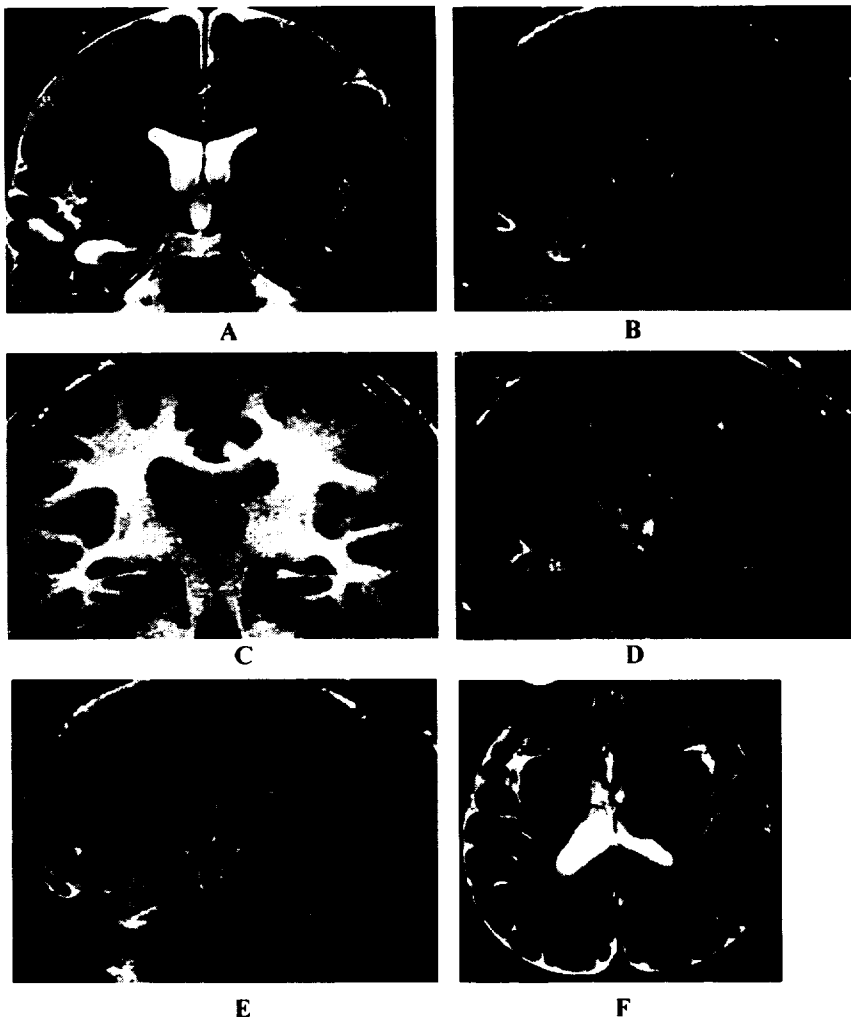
Coronal T2-weighted fast spine-echo MR image and FLAIR MR image show increased signal intensity and atrophy of the right hippocampus(A,B). Passive dilatation of temporal horn of right lateral ventricle is found. Cortical thinning and high signal intensity in right temporal lobe and parahippocampal gyrus are noted. Coronal T1-weighted fast gradient recalled echo MR image and FLAIR MR image show decreased volume of right thalamus(C,D). FLAIR MR images shows right amygdala atrophy(E). Axial T2-weighted fast spine-echo MR image also shows decreased volume of right thalamus and passive dilatation of right lateral ventricle (F).
